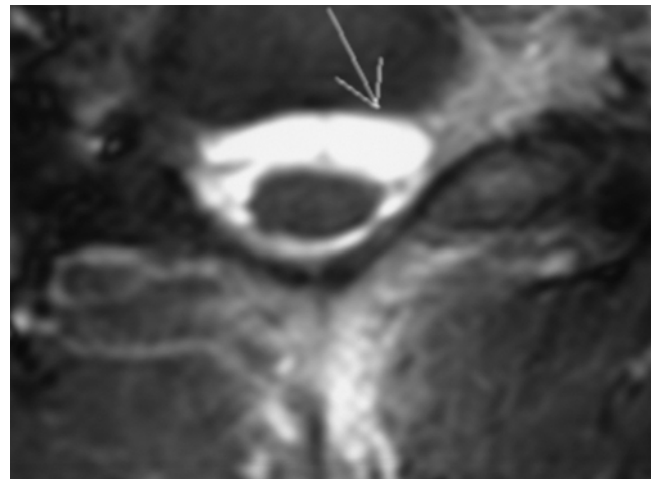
L'IRM est difficile à interpréter.
